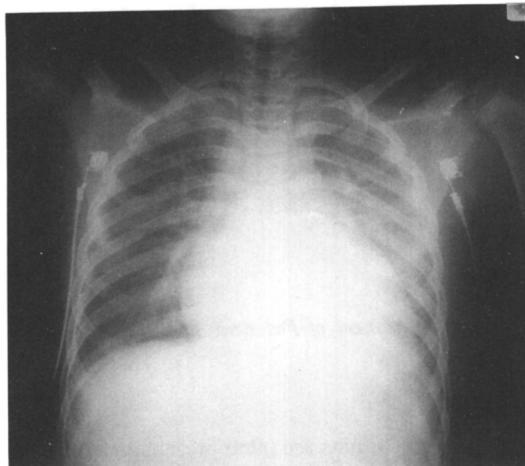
Chest radiograph of a 12-year-old girl with viral myocarditis. Upon admission, the heart was enlarged with signs of venous congestion of the lungs.
